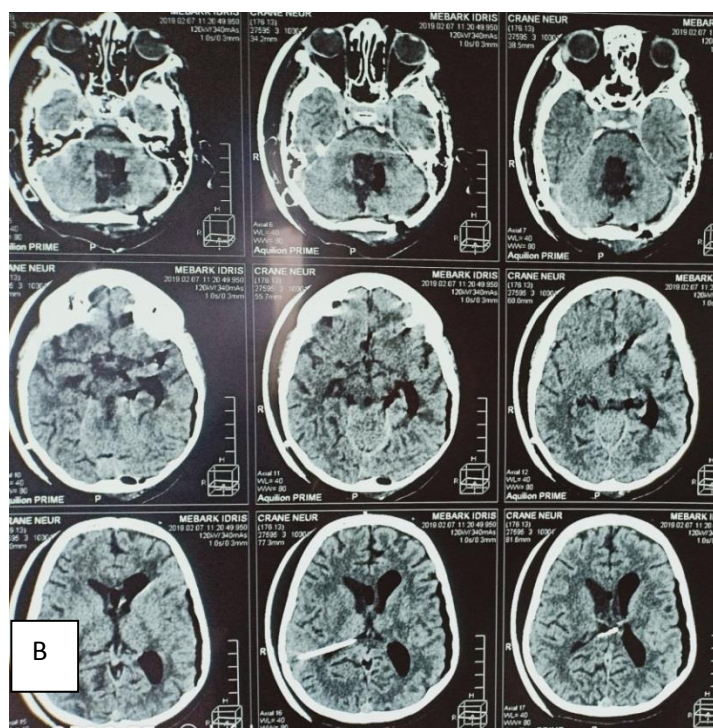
B): TDM cérébrale coupe axiale post opératoire résection totale.
